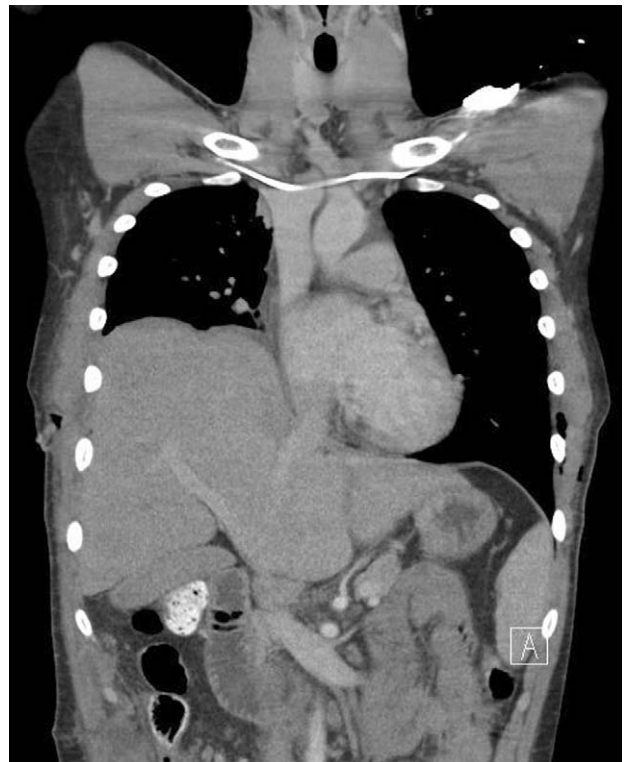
After 5 days of admission, follow-up chest CT shows suspicious right diaphragmatic injury.
